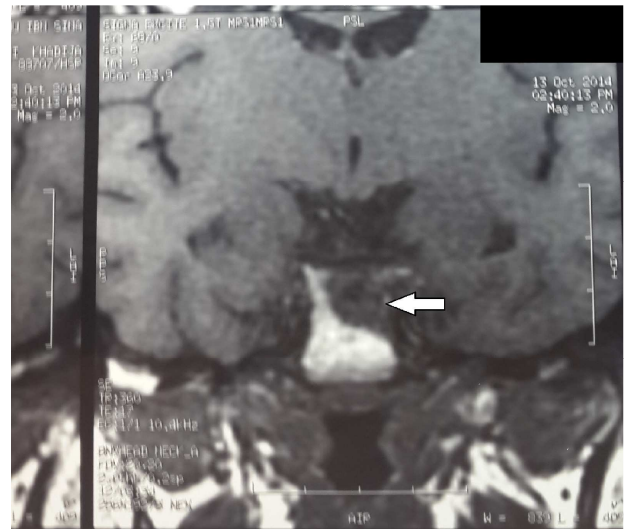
IRM hypophysaire en coupe coronale T1+gadolinium : image en hypo signal.
